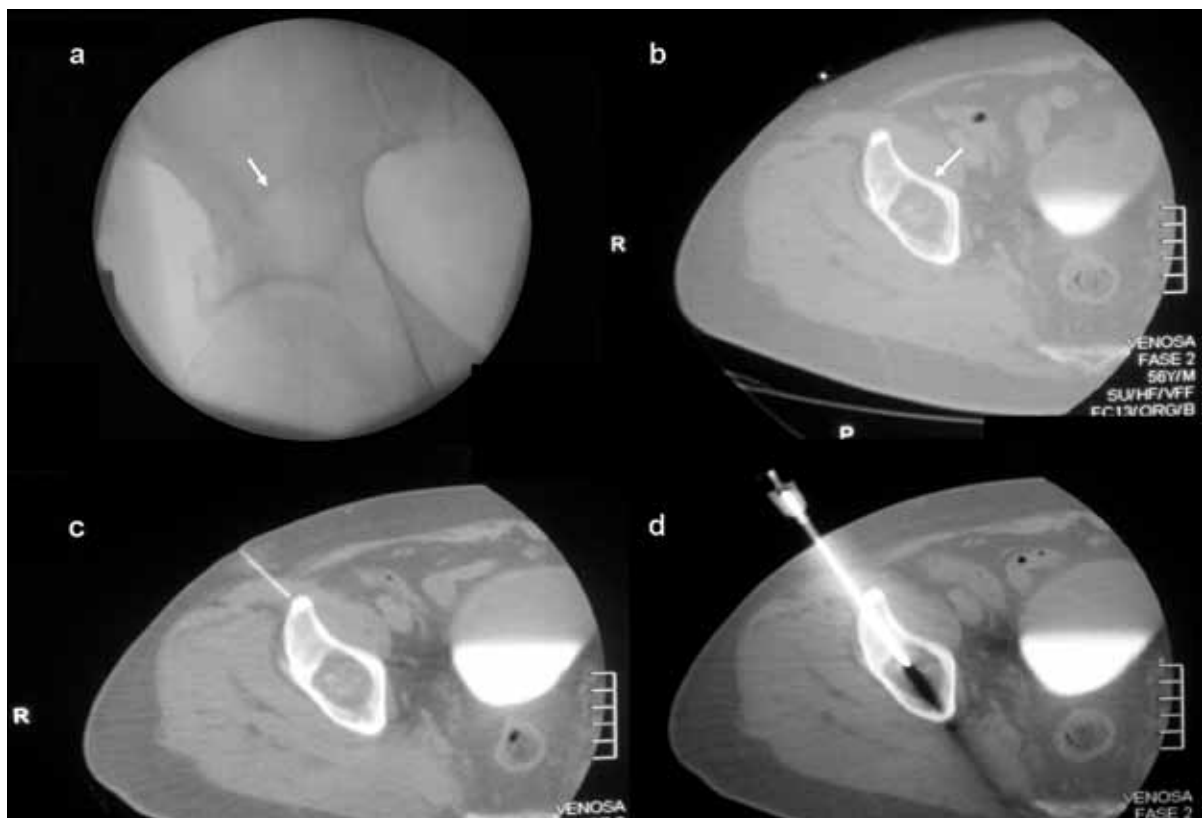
Lesão osteolítica na região do teto acetabular direito (setas): (a) aspecto à fluoroscopia (incidência anteroposterior); (b) tomografia computadorizada (TC) no plano axial; (c) agulha de anestesia local dos planos profundos, guiada por TC; (d) agulha de cimentoplastia introduzida na lesão por via percutânea anterior e guiada por TC.
